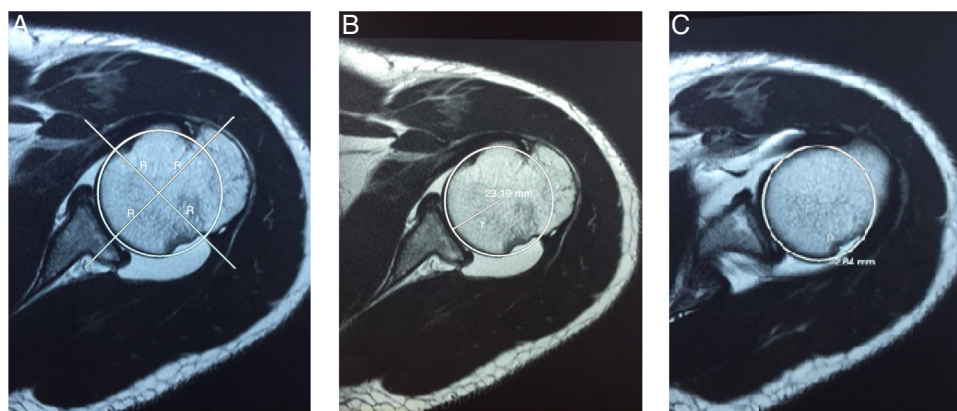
Demonstração da avaliação do índice de Hardy na RM/ARM. A, a linha que circula a cabeça umeral determina o seu melhor best fit. As duas linhas perpendiculares devem ter os raios (R) com os valores mais próximos possíveis entre eles, determinar assim o centro da cabeça; B, raio da cabeça umeral (r); C, profundidade da LHS (p). O índice de Hardy é calculado pela razão da profundidade (p) sobre raio (r): p/r. Importante notar que as medidas de (p) e (r) são mensuradas em níveis diferentes da cabeça umeral (a LHS é posterossuperior e o maior raio (r) é mais inferior a ela).
